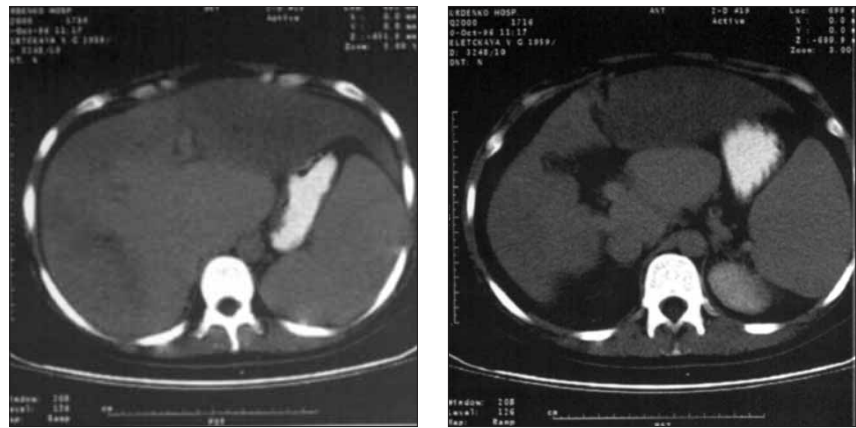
Компьютерные томограммы (от 10.10.1996 г.). Объяснение в тексте
